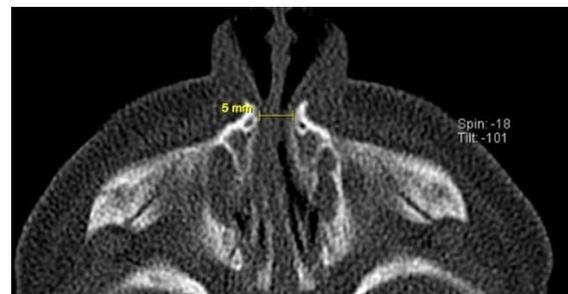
Tomografia axial mostrando estenose da abertura piriforme com 5mm de diâmetro
